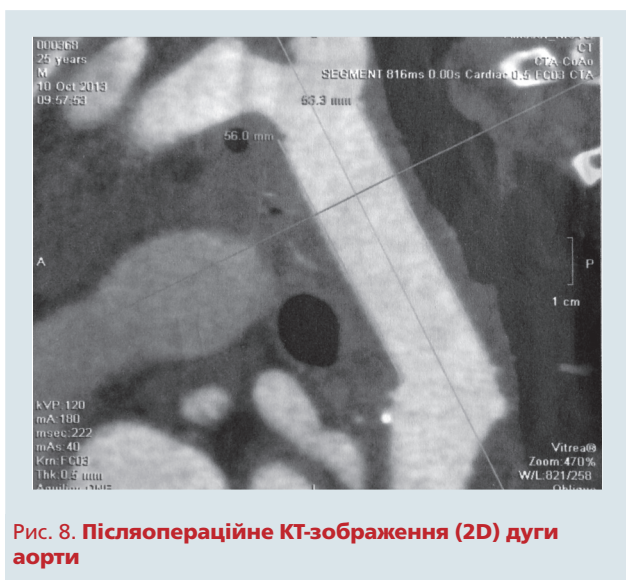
Післяопераційне КТ-зображення (2D) дуги аорти
